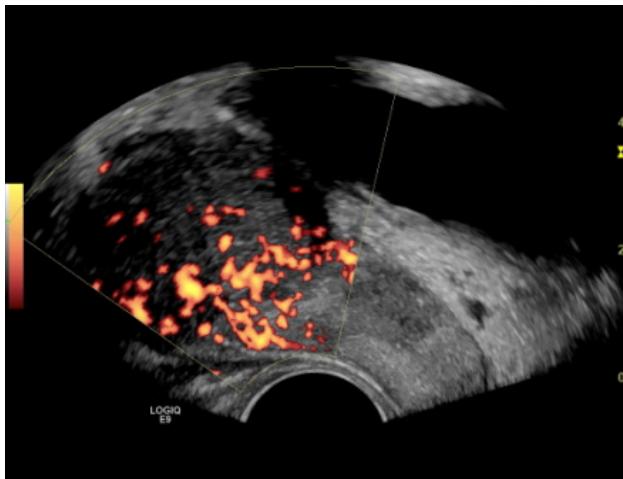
УЗИ левого семенного пузырька (трансректальный доступ). Значительно увеличенный левый семенной пузырек с интенсивной васкуляризацией (режим энергетического допплера)
